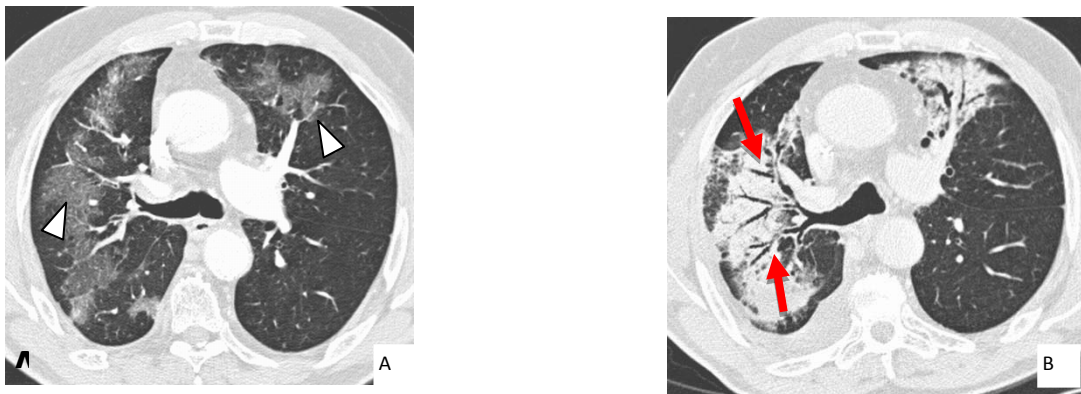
TDM en coupes axiales (A) montre des opacités en verre dépoli (têtes de flèches), les vaisseaux sont visibles au travers. (B), quelques semaines après, montre la transformation du verre dépoli en condensations, effaçant donc les vaisseaux avec bronchogramme aérien (flèches rouges).
